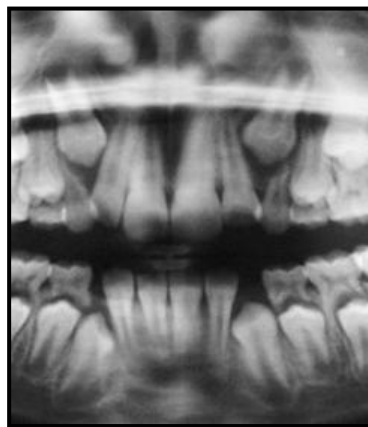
Radiografía panorámica. Segundo período de transición. Erupción de caninos y premolares. Patito feo.
